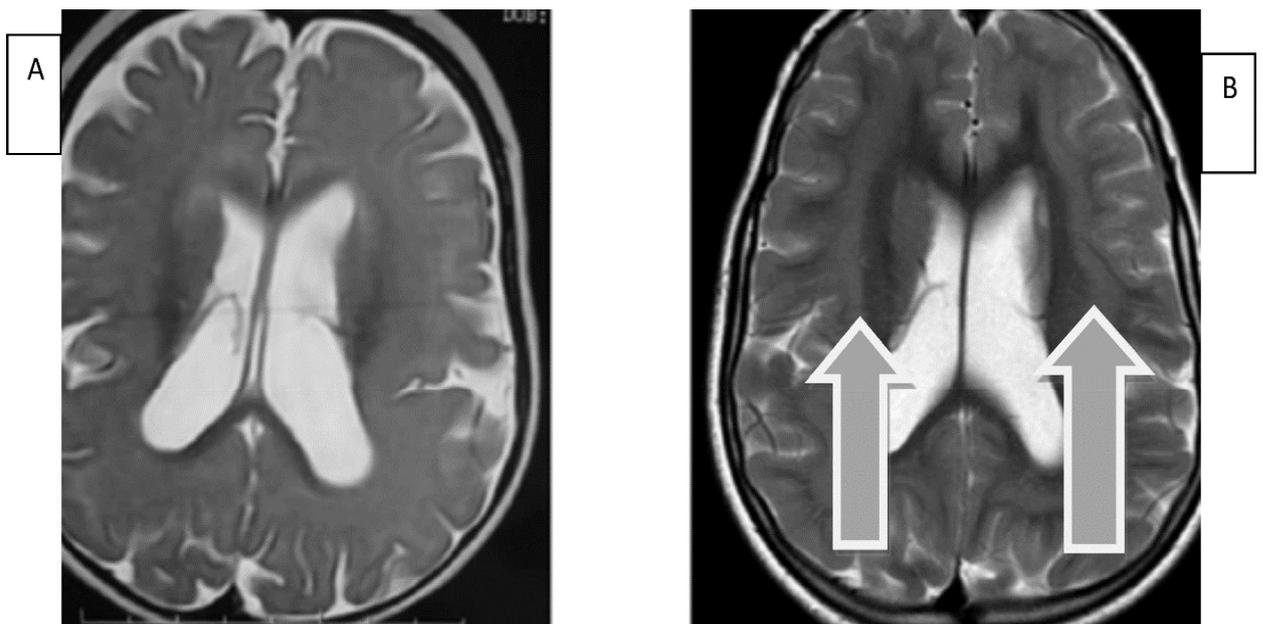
Suivi IRM cérébrale à 2 ans
